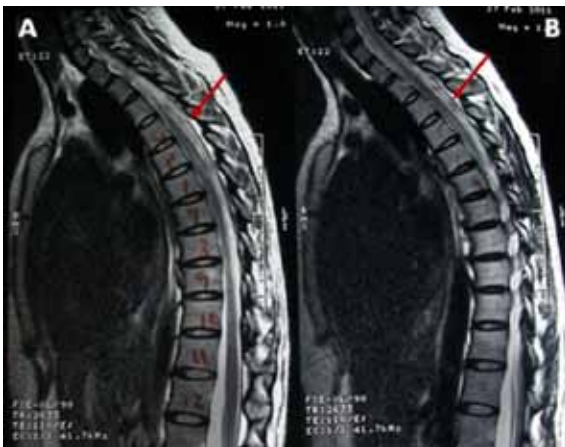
Resonancia magnética de médula espinal T1.
